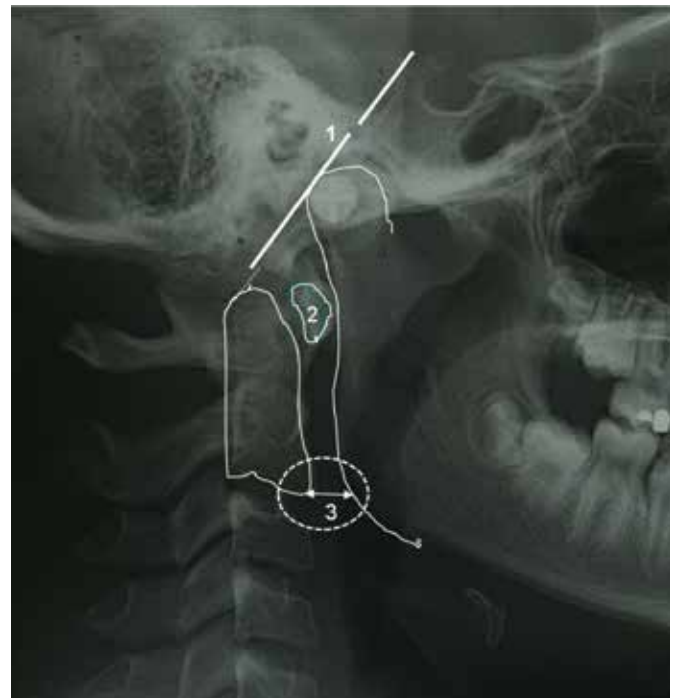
Rapports normaux sur téléradiographie de profil entre la base du crâne, le rachis cervical et la mandibule.
